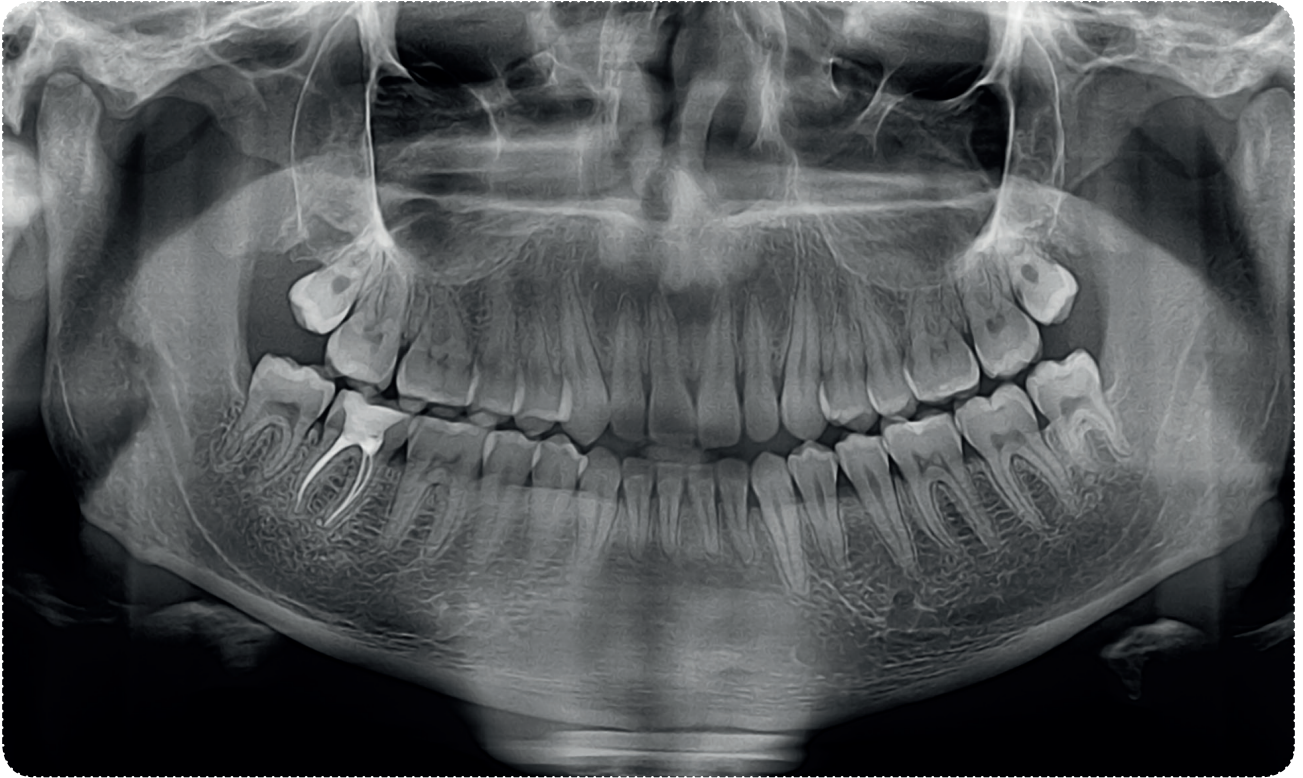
Пациент М., 20 лет. Панорамная рентгенограмма.
